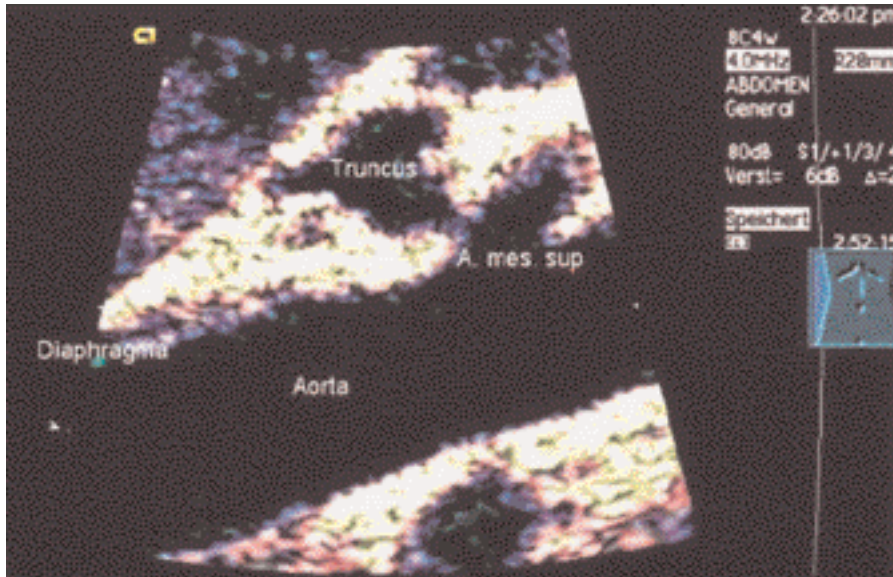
B-Bild-Sonogramm des Truncus coeliacus, der hier auf die Arteria mesenterica superior gepresst wird und sich deutlich poststenotisch erweitert hat
